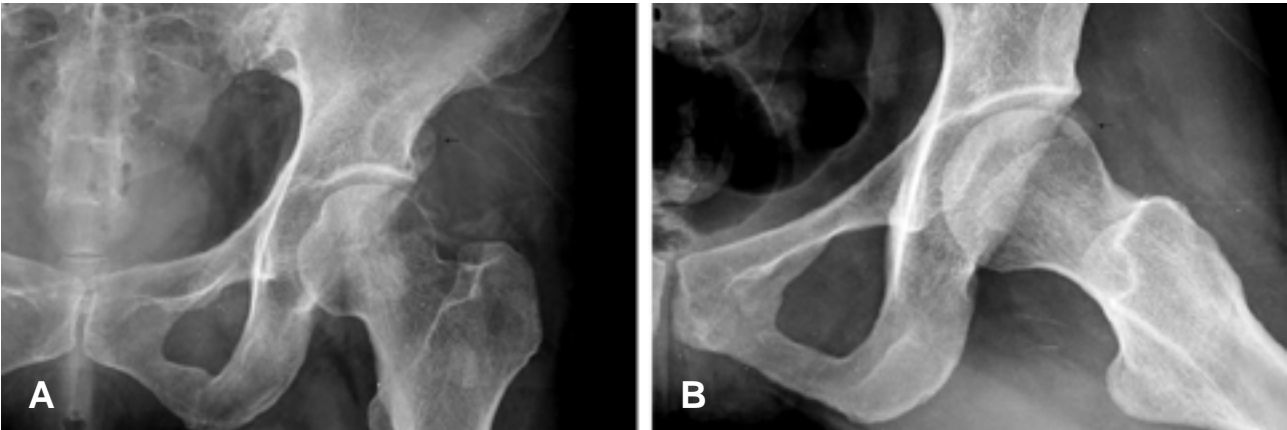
(A, B) AP radiographs demonstrate variable calcifications (arrow indicated) at the superolateral aspect of the left hip joint area.
